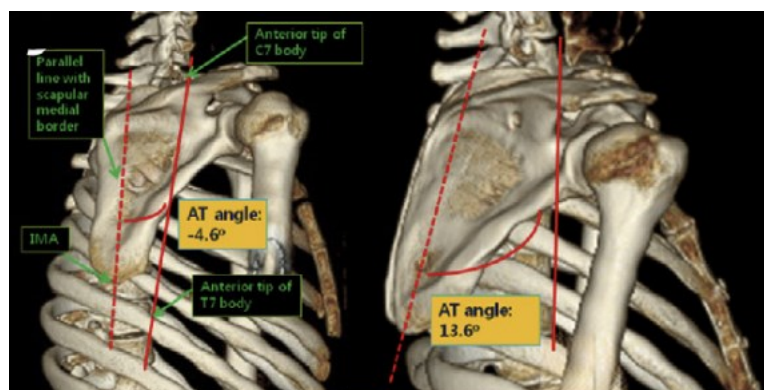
3-dimensional wing computer tomography, AT-Winkel (41) (bearbeitet)
